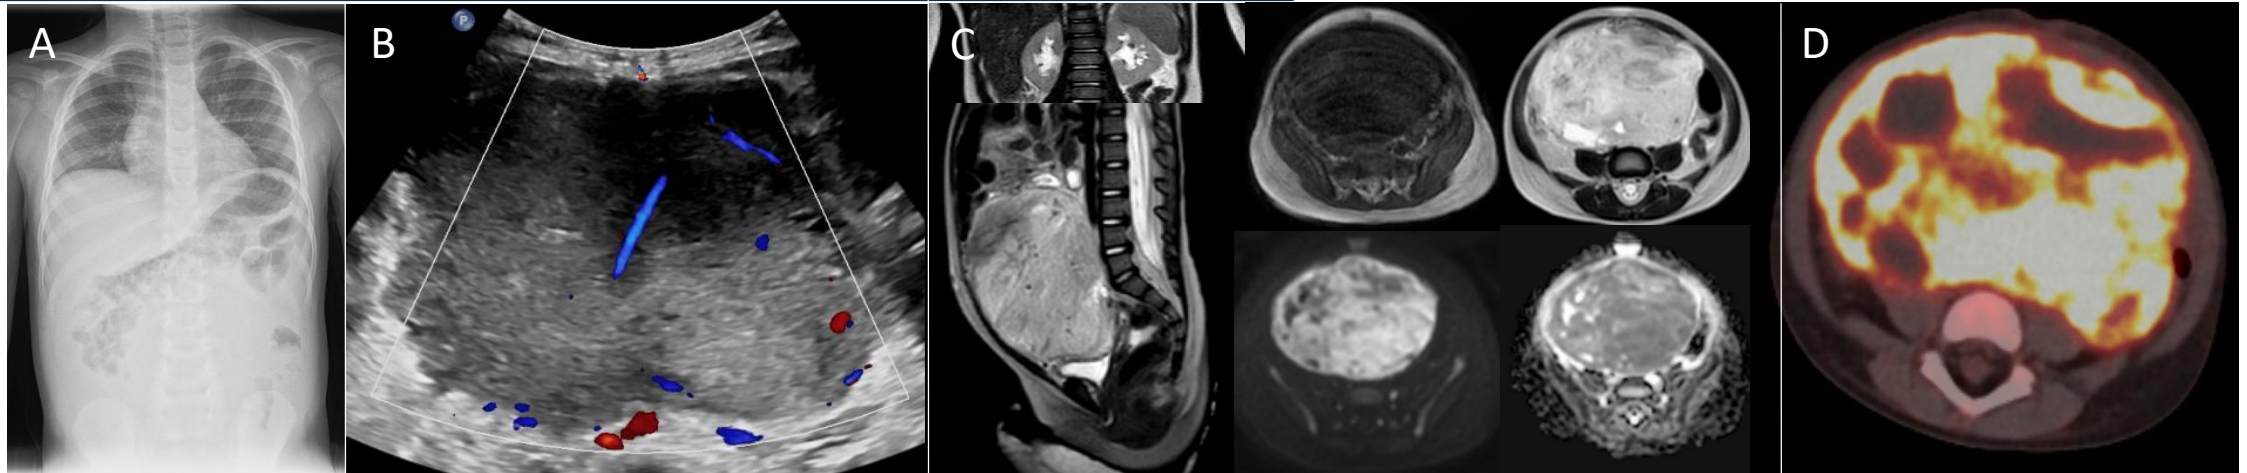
Radiografía (15A) con ausencia de luminograma intestinal centroabdominal. Ecografía (15B) con gran masa heterogénea y vascularizada. RMN (secuencias cor y sag T2; axial T1, T2, DWI/ADC) (15C) con gran tumoración abdominal que condiciona dilatación pielocalicial renal bilateral. Es sólida, heterogénea, bien definida, con zonas de degeneración quística-necrótica y otras de tejido conectivo-fibrótico. No se evidencia dependencia de órganos abdominales, y comprime y desplaza estructuras adyacentes, sin infiltrarlas. PET-TC con FDG (15D) que muestra un intenso metabolismo de las porciones sólidas
